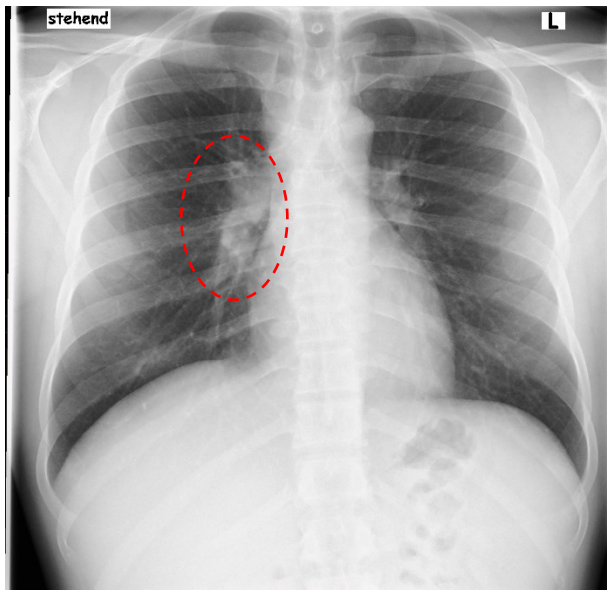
Röntgen Thorax in p.a. Strahlengang vom 20.06.2018, 29-jähriger Patient; rot eingekreist der suspekt verplumpte Hilus rechts.
